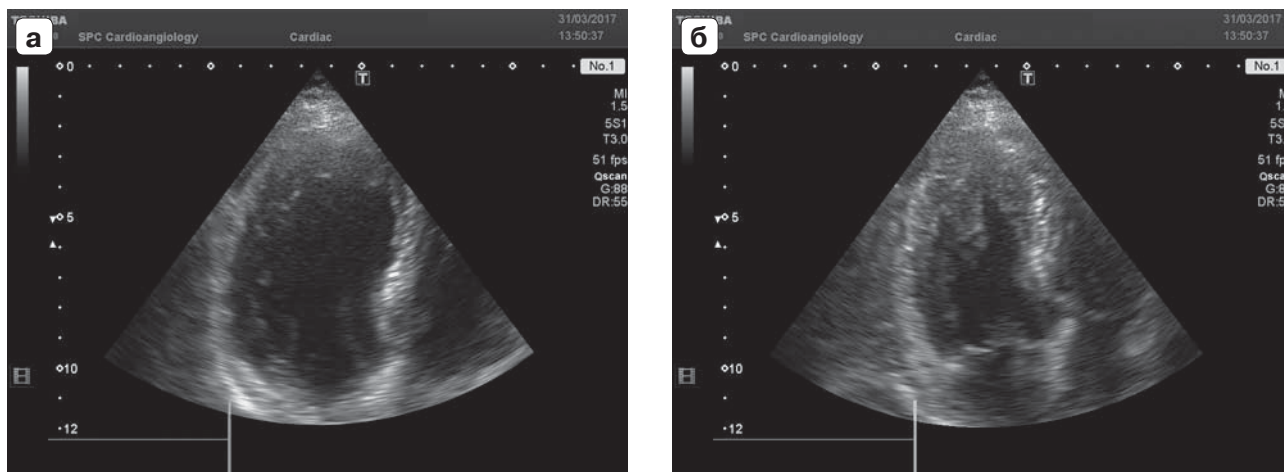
Эхокардиограмма больной Г., 78 лет. а – ЛЖ в диастолу имеет нормальную форму; б – ЛЖ в систолу имеет нормальную конфигурацию, без признаков локальных нарушений кинетики стенок.
